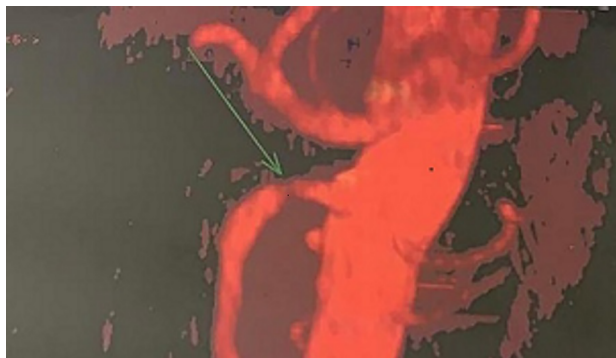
Tomografia abdominal evidenciando quadro de abdome agudo vascular, com obstrução de ramos distais da artéria mesentérica superior (AMS).
